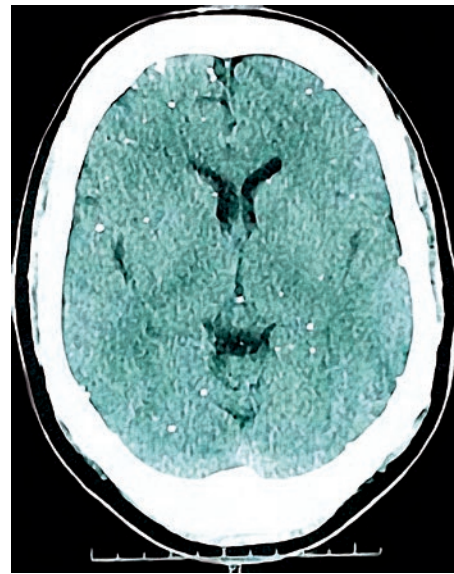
TC cranioencefálica sem contraste: múltiplas calcificações parenquimatosas.
